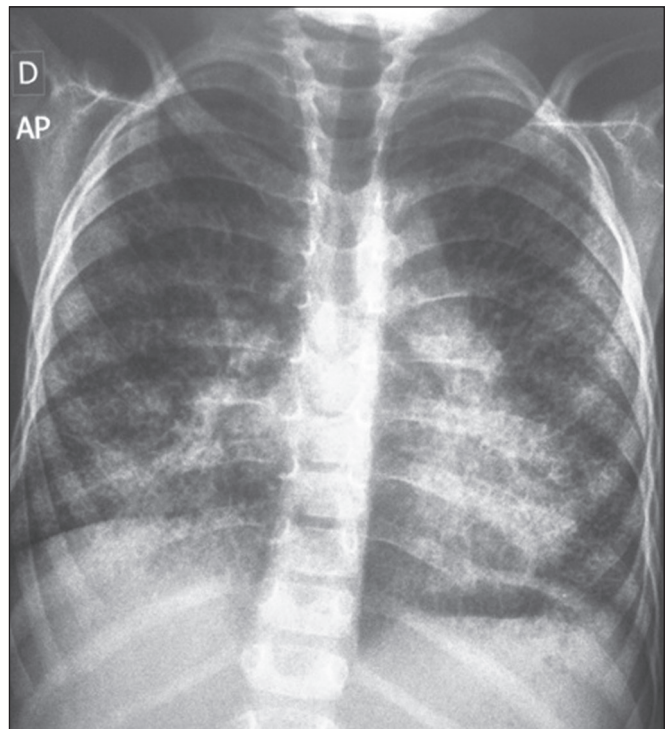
Radiografia de tórax na incidência anteroposterior demonstra padrão pulmonar intersticial bilateral tipo reticulonodular, mais acentuado nos lobos inferiores.
